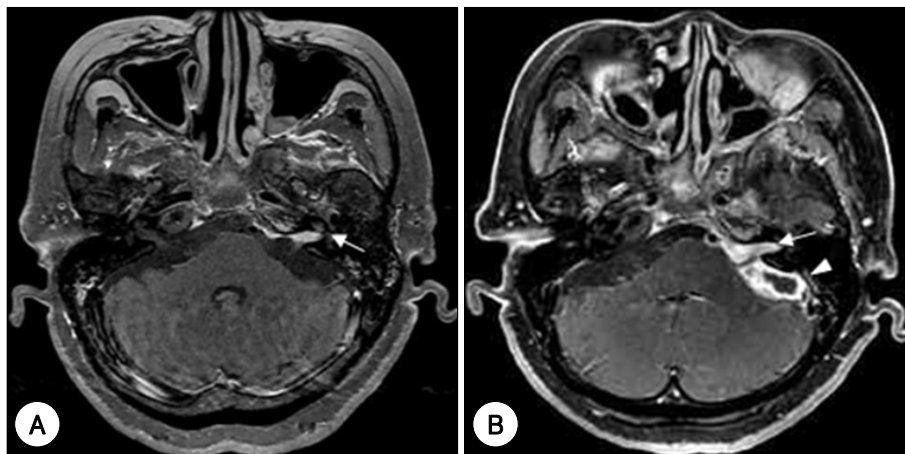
Follow-up contrast enhanced axial T1-weighted brain MRI shows aggravated skull base osteomyelitis and meningitis though intensive antibiotic therapy for 1 month (A) and 2 months (B). A : T1-weighted contrast enhancement MRI. It demonstrates more contrast enhancement of the left internal auditory canal (arrow) than before starting antibiotics. B : T1-weighted postgadolinium. It demonstrates low bone marrow signal intensity along the clivus from left petrous apex and patchy meningeal enhancing lesion is seen extending along the left cerebellopontine angle extending into the internal auditory canal (arrow) and left tentorium. Posterior fossa (arrow head), there is a low signal intensity cavity with contrast enhancement along periphery of lesion, which is indicative of its inflammation, impending abscess formation.
